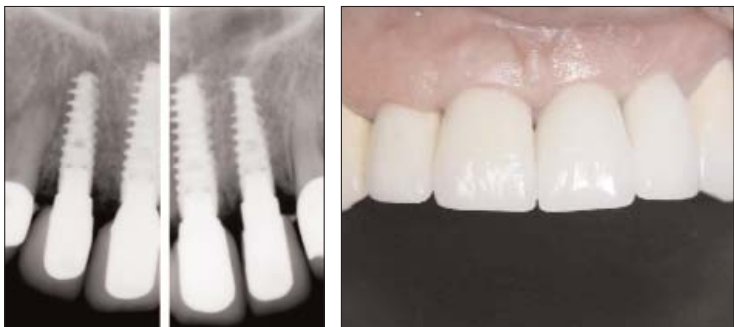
Röntgenologische Kontrolle drei Monate nach Implantation. – Abb. 15: Klinische Situation ein Jahr nach Implantation.
